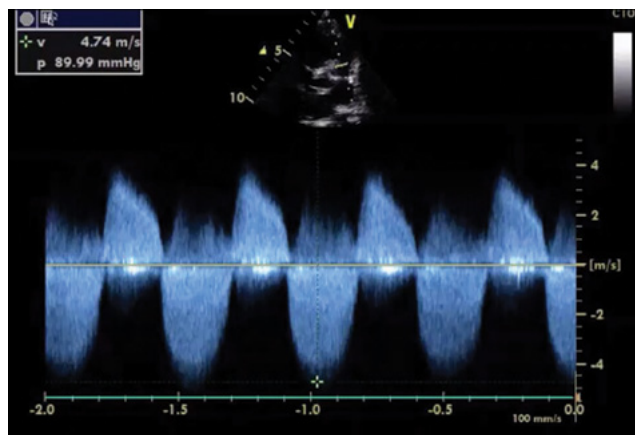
Doppler de TDF con agenesia de la válvula pulmonar donde se observa estenosis moderada en el Doppler en sístole e insuficiencia moderada en el Doppler en diástole.
